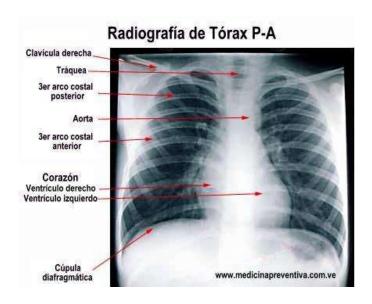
Radiografía de tórax. (24)
